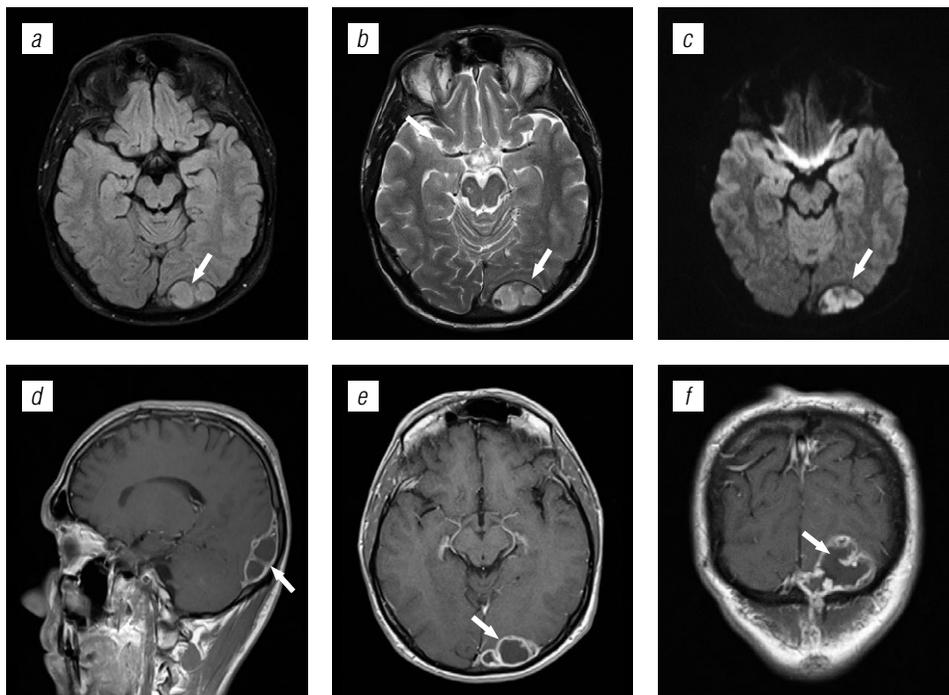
Туберкулезный менингоэнцефалит: *a* — FLAIR; *b* — T2 ВИ; *c, d* — T1 + C
